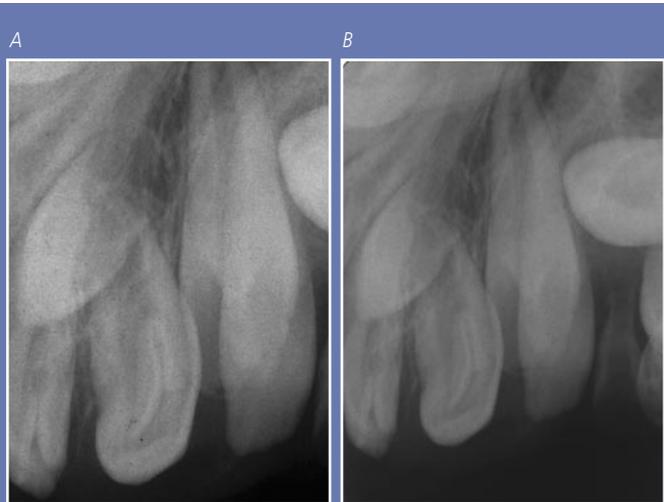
Dos radiografías periapicales en las que se observa un diente supernumerario (a y b). Mediante la técnica de Clark se puede determinar la posición antero-posterior del mismo.
